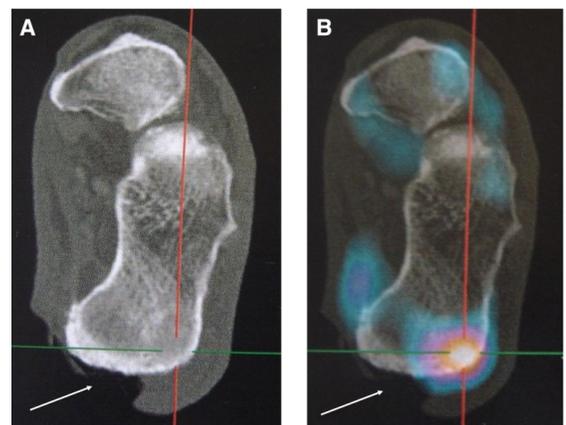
Image d'une scintigraphie aux leucocytes marqués (TEMP-GB marqués) positive : rehaussement de l'os en contact avec bris cutané s'étendant jusqu'à l'os
